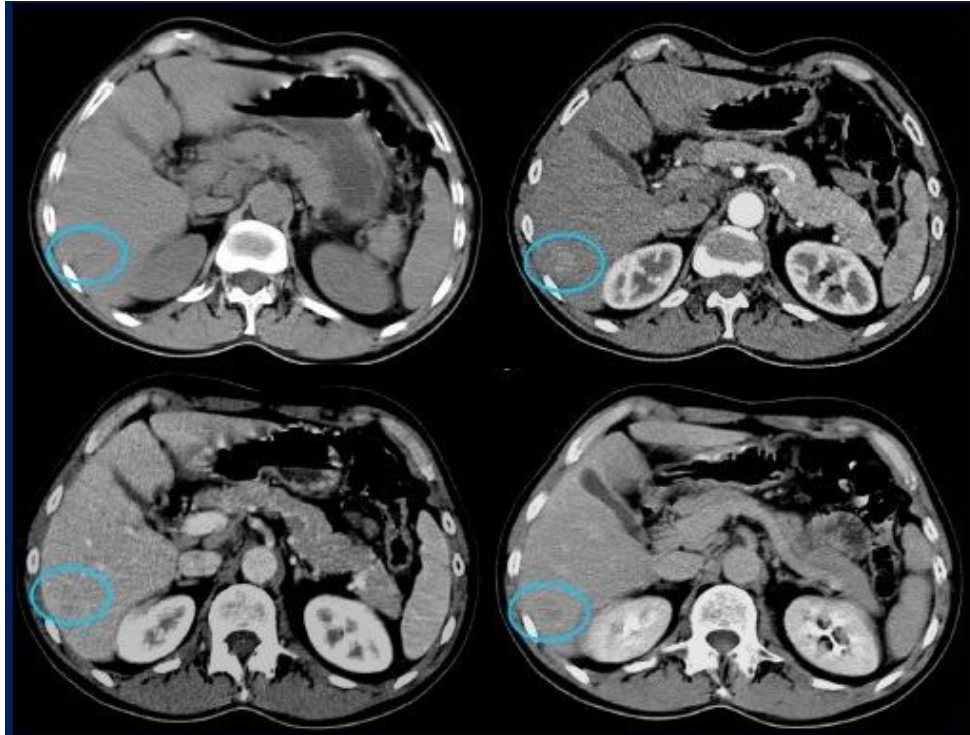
Tomografía computarizada (TC) con contraste en distintas fases para el diagnóstico del hepatocarcinoma.
